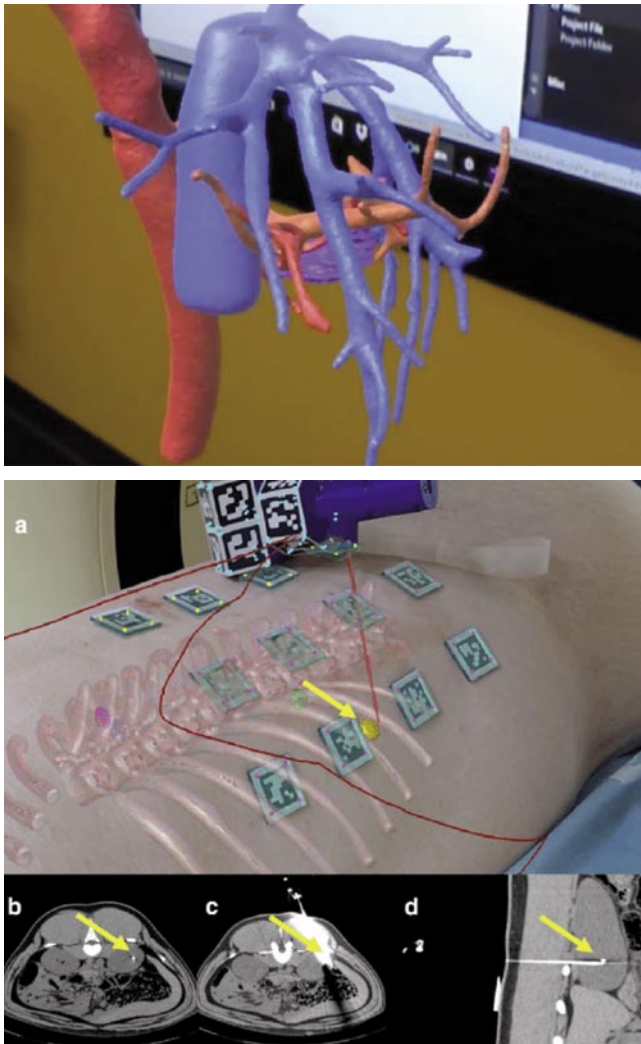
«Дополненная реальность». Наложение данных КТ ангиографии и МРТ.
